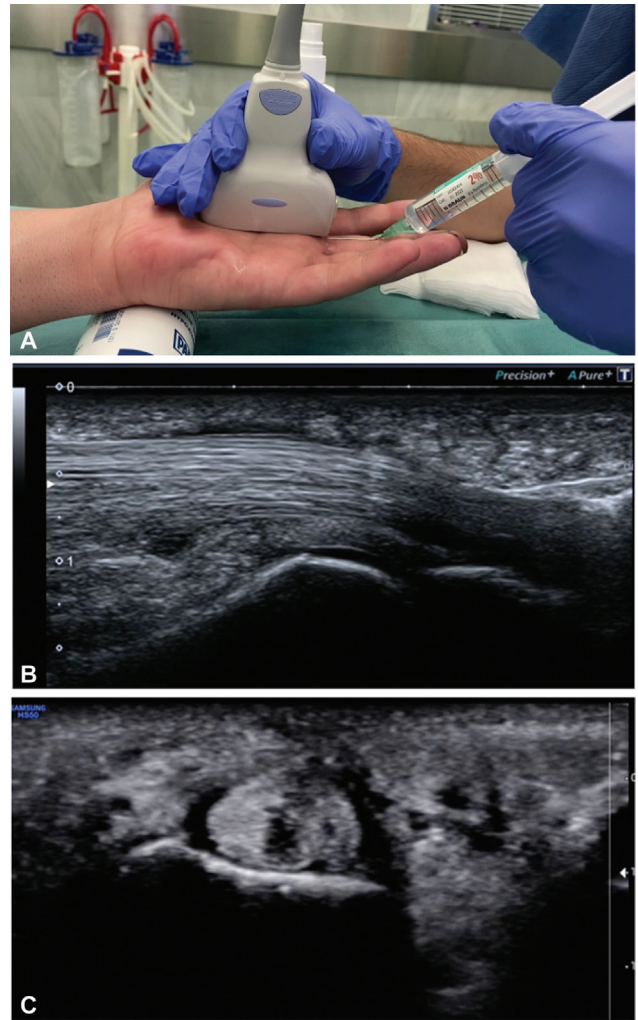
(A, B, C) Infiltración del dedo en gatillo. Infiltración en plano del tercer dedo. Ultrasonido que muestra infiltración del dedo en gatillo en el plano y fuera del plano.
